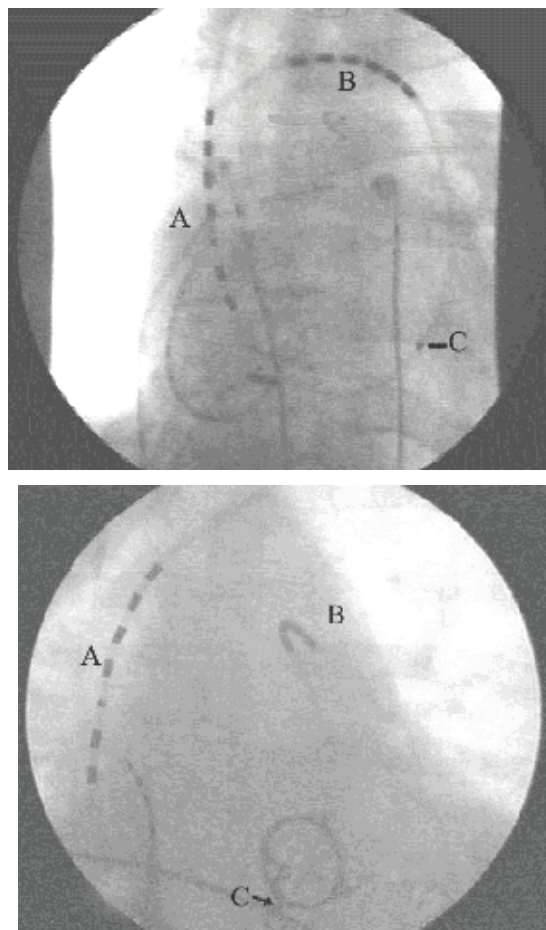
Рентгенографическая картина расположения катетера с положением дистального электрода в правой (А) и левой (Б) ветвях легочной артерии в момент выполнения эндокардиальной ДФ. (А - проксимальные электроды, расположенные в ПП, В - дистальные электроды, расположенные в ветви ЛА, С - электрод в ПЖ для стимуляции и синхронизации с R-волной).
